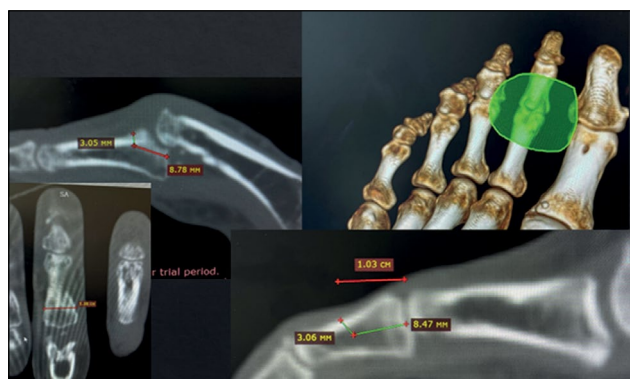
Marking of computed tomography.
